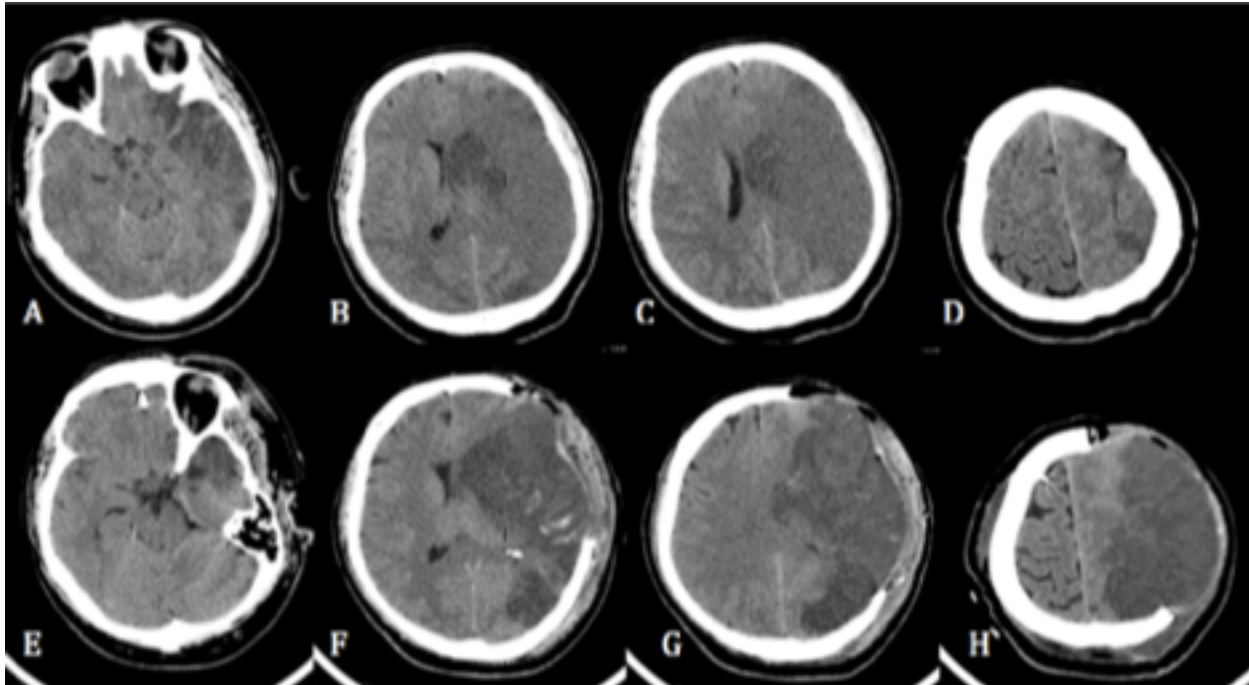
Comparativa de tomografía axial computada sin medio de contraste (caso1) en cortes similares pre y post craniectomía. (Preoperatorio A-D y postoperatorio E-H). (A) zona de infarto en territorio de ACM izquierda con importante efecto de masa que desplaza el uncus hacia el borde libre del tentorio, cisternas basales deformadas y comprimidas (B) zona de infarto extenso en territorio distal de ACM y más acentuado en territorio lenticuloestriado, importante desplazamiento de línea media central hacia la derecha. (C) Deformación del sistema ventricular, ventrículo lateral izquierdo (D) Borramiento del espacio subaracnoideo de la convexidad, viabilidad de parénquima en territorio ACA izq. (E) Re-expansión de cisternas basales. (F) Recuperación de línea media central (G y H) Herniación transcalvaria.
